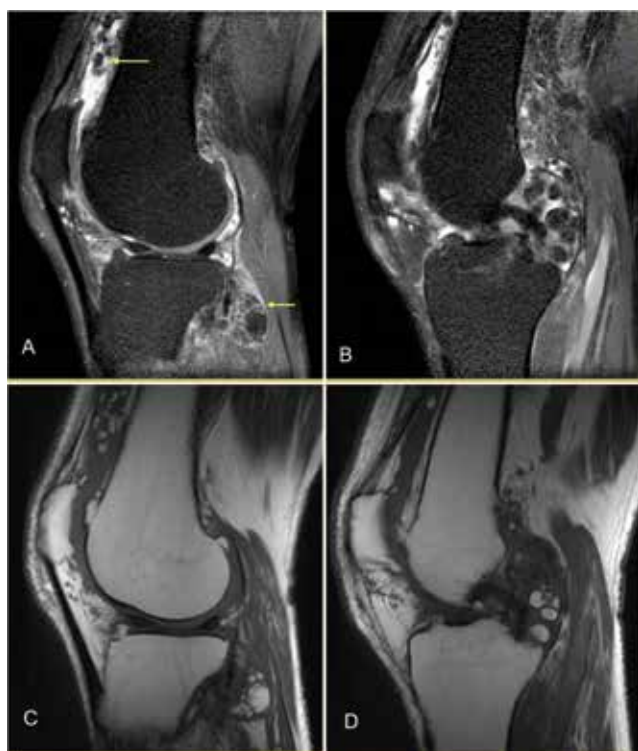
Sagittal proton-density-weighted (A, B) and T1-weighted (C, D) magnetic resonance imaging images reveal the extensive diffuse synovial process with osteochondral bodies
